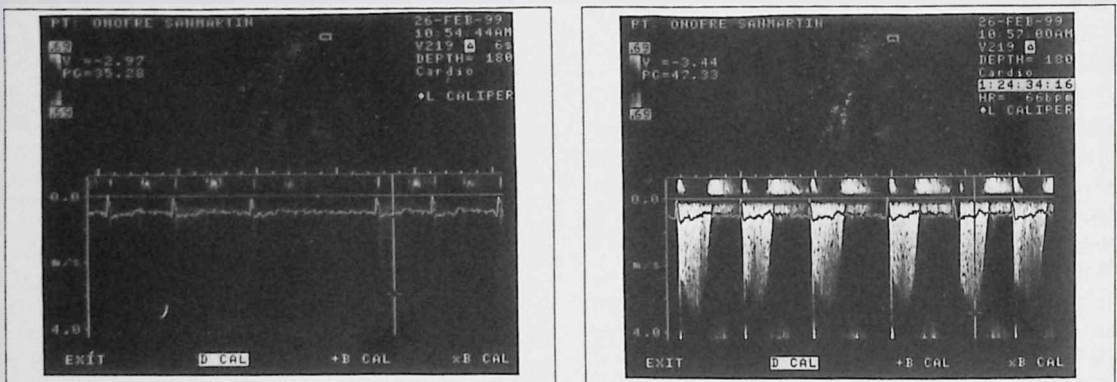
Se muestran los registros obtenidos con Doppler continuo de regurgitación tricúspide en un paciente de 51 años, en clase funcional II de la NYHA, diagnosticado de estenosis mitral moderada (área valvular mitral de 1,45 cm²). En el registro de la izquierda se midió, con dificultad, una V_{máx} sistólica de regurgitación tricúspide de 2,97 m/s (PAPsist. estimada de 46 mmHg; es decir, hipertensión arterial pulmonar ligera-moderada). Tras la administración de ecopotenciador (fotograma de la derecha) se aprecia la precisa cuantificación de la PAPsist, estimada en 60 mmHg (V_{máx}. de la insuficiencia tricúspide de 3,44 m/s), con lo que el grado de hipertensión arterial pulmonar sería de moderado, considerándose probablemente la indicación de tratamiento quirúrgico.
